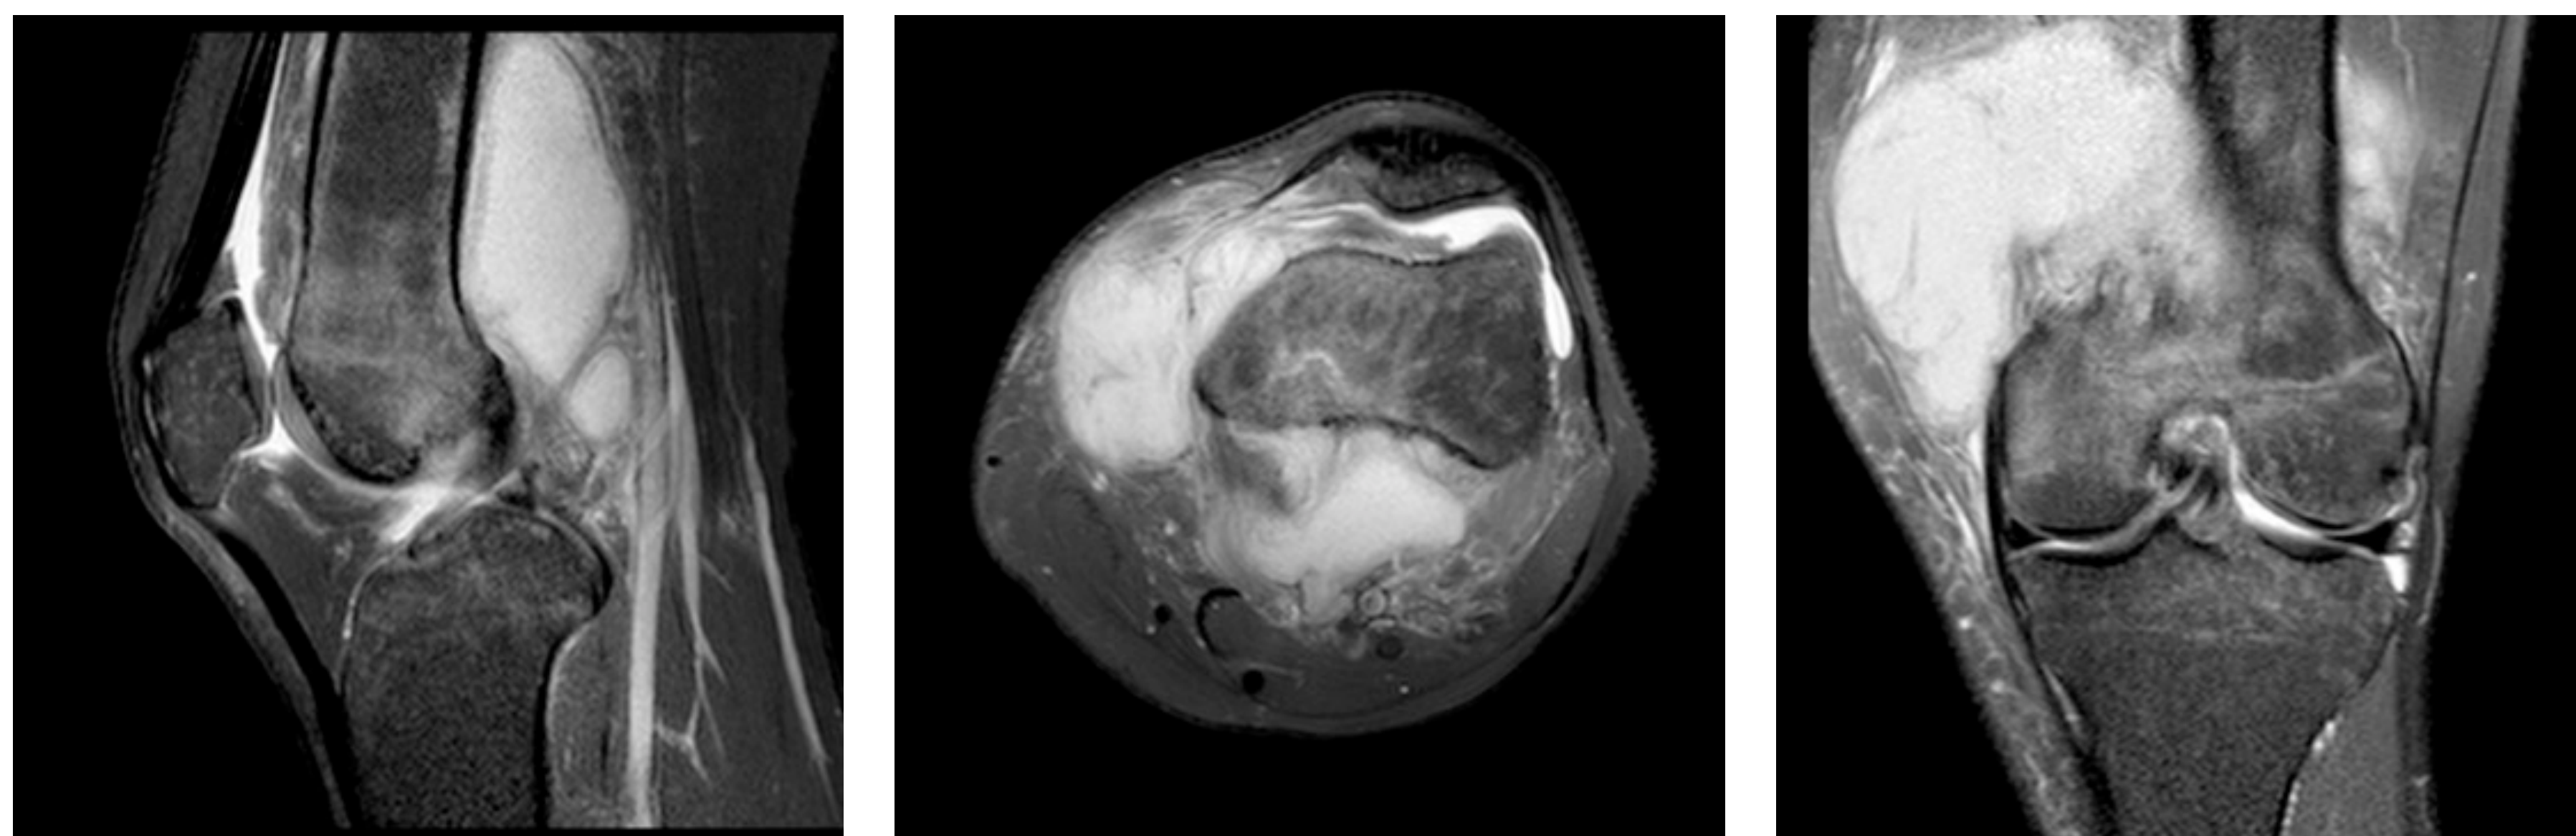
RMN rodilla inicial (secuencia SPAIR). Voluminosa masa polilobulada, heterógena, alrededor de la cara posteromedial de la metáfisis femoral distal
